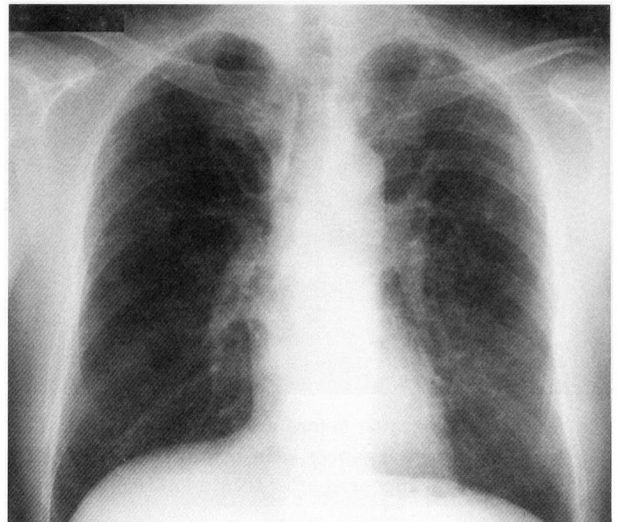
Chest X-ray on the 49th day after initial treatment. The lung metastases are markedly reduced in size.
